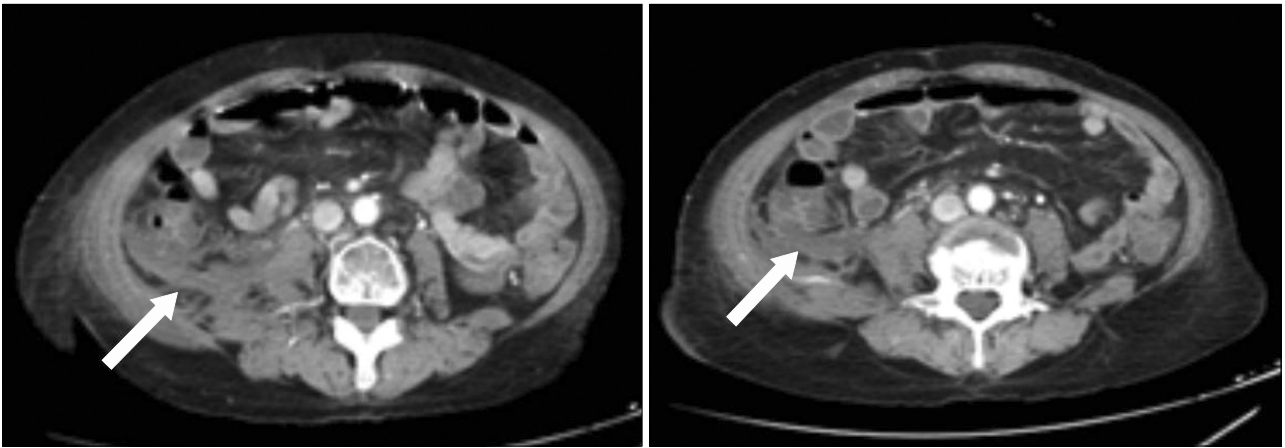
Initial multidetector CT. Axial CT arterial phase images show hematoma (arrows) in the right retroperitoneal space without active extravasation of contrast material.
